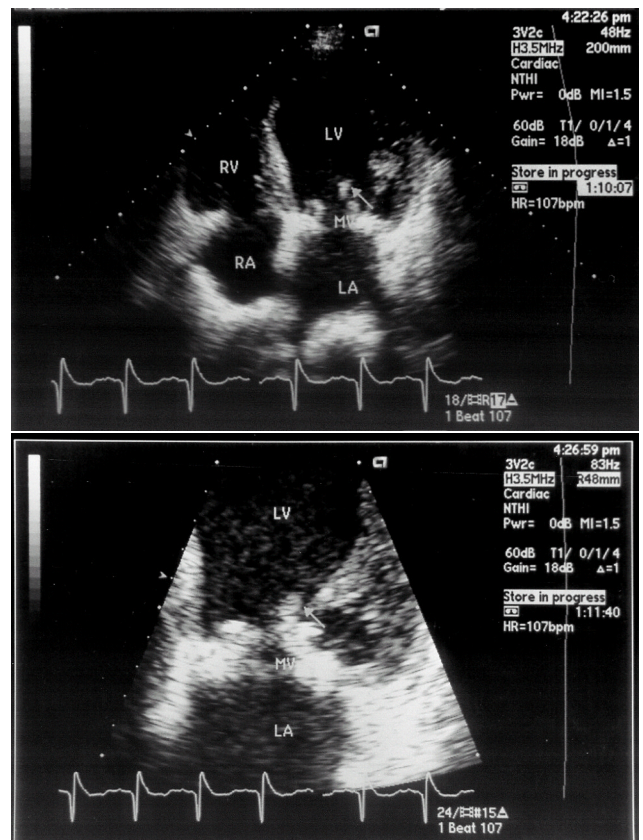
Transthoracic echocardiography shows 1.1×0.8 cm sized echogenic mass on the prosthetic mitral valve (arrow).
